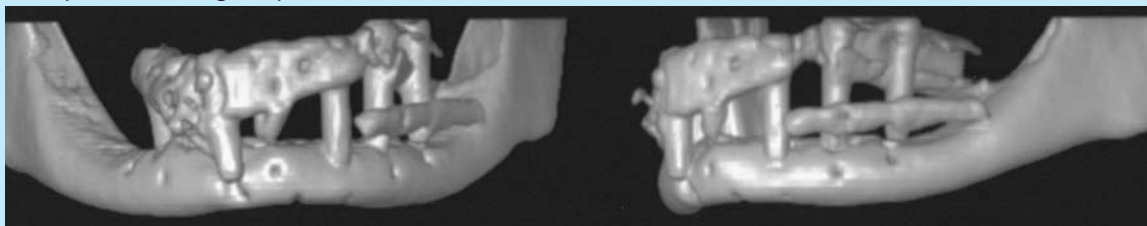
Ortopantomografia e TAC per ricostruzione mandibolare tridimensionale della situazione preoperatoria.*
